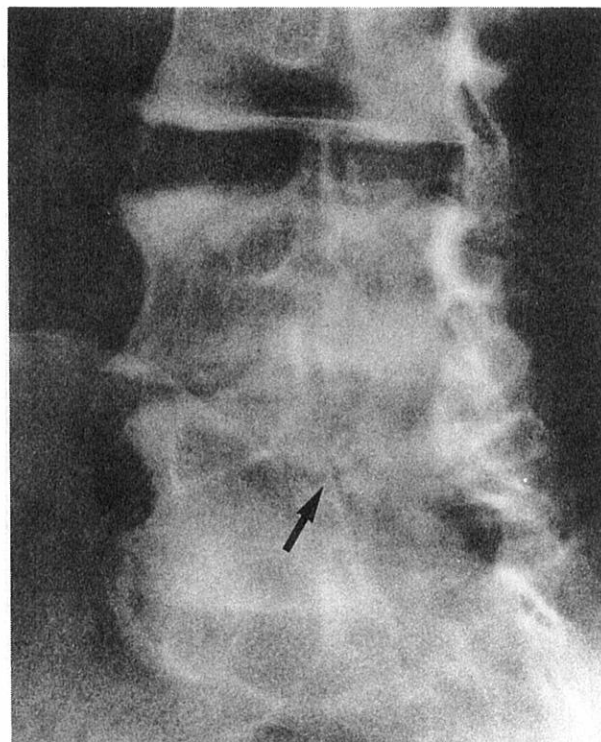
Case 1: Right posterior oblique lumbar spine radiograph of 21 January 1964 shows no right-side pars inter-articularis defect (arrow) of L5
